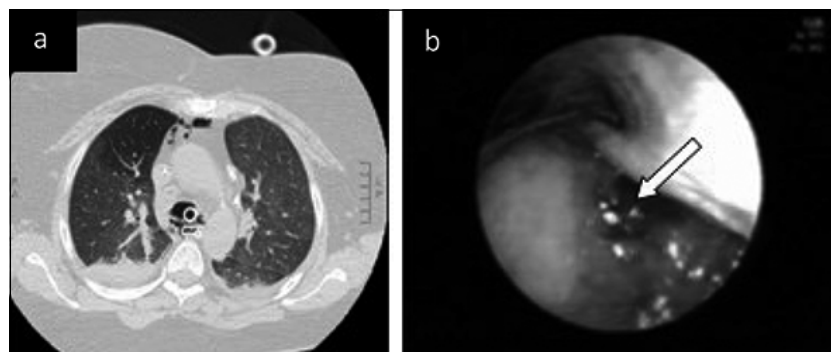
Ruptura traumática de la tráquea. a: TAC: muestra paso de aire desde la tráquea al mediastino; b: imagen broncoscópica: ruptura precarinal de la pared posterior de la tráquea.
